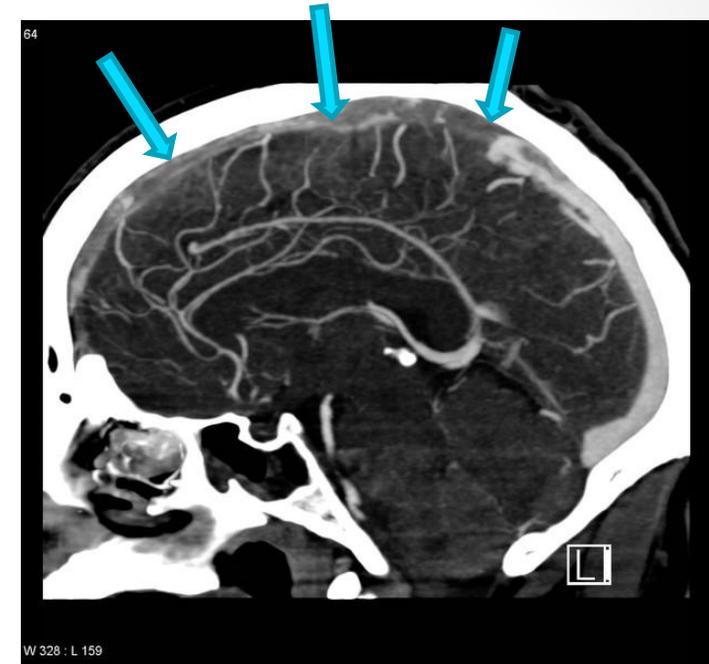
Paciente joven que presentó cefalea progresiva seguida de convulsiones y debilidad del lado izquierdo. La venografía por tomografía computada (TC) con contraste endovenoso muestra extenso trombo en los dos tercios anteriores del seno sagital superior.
